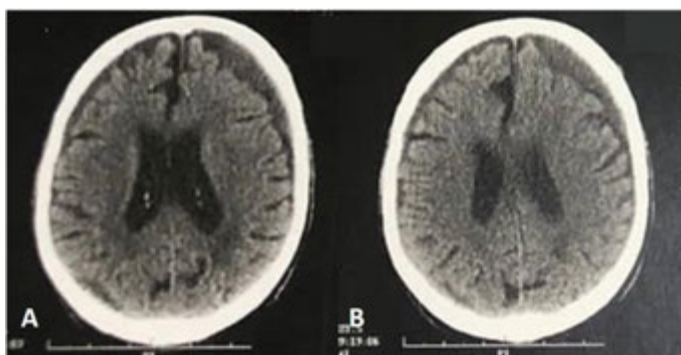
A-B. Tomografia de crânio realizada 1 mês após início do tratamento com atorvastatina evidenciando reabsorção das coleções subdurais.
